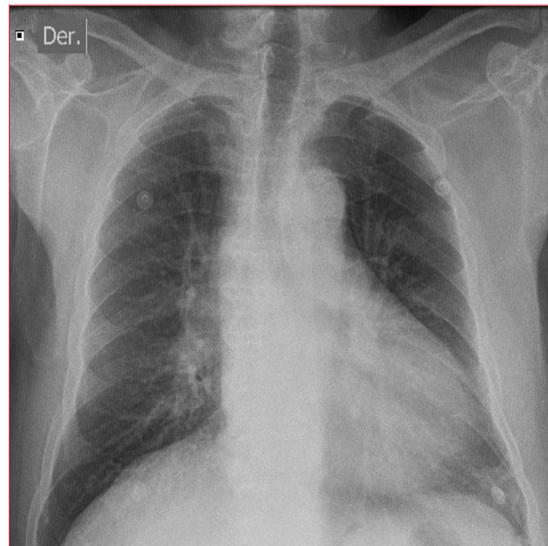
Radiografía de tórax enfoque de frente. Se evidencia aumento del índice cardiotorácico sin otras alteraciones patológicas.
